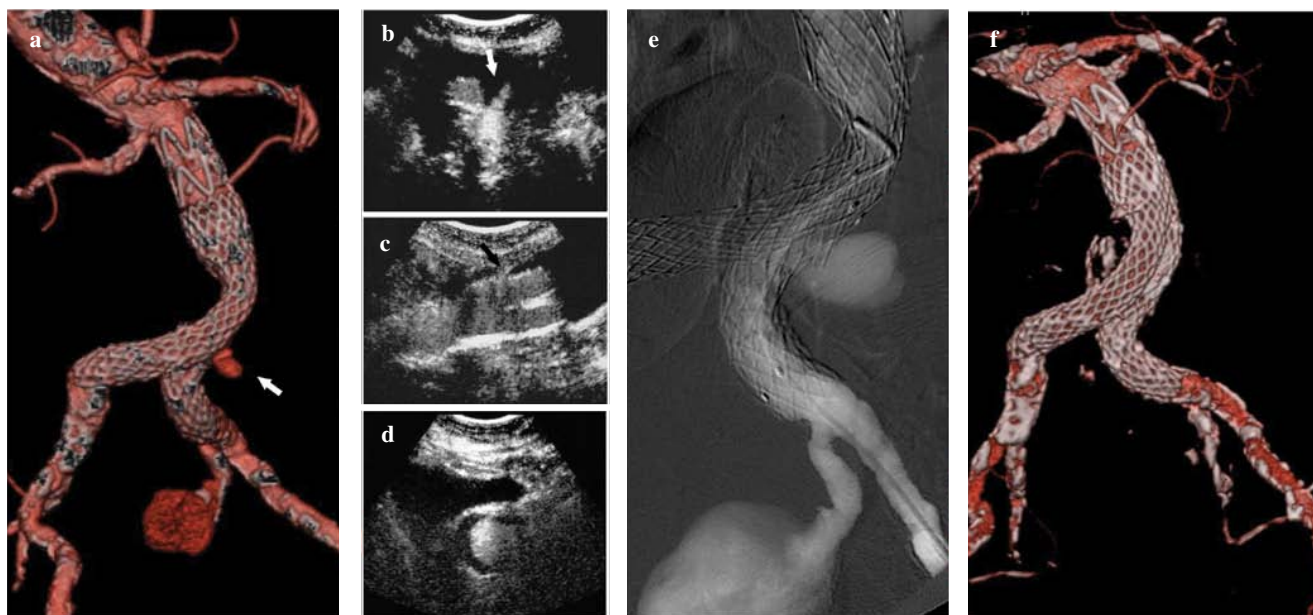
Volume-rendering (VR) 3D reconstruction of CTA (a) shows distal dislocation of the left graft limb, corresponding to a type-3 endoleak (*white arrow*); the exact correspondence between CTA and CEUS imaging is seen in axial (b, *white arrow*) and longitudinal (c, *black arrow*) CEUS views as well as in the depiction of the collateral finding of a left hypogastric artery aneurysm (d). Pre-procedure digital subtraction angiography (e) confirms extravasation of contrast material outside the graft from the overlapping between the main body and the contralateral limb, depicting a type-3 endoleak. Volume-rendered reconstruction of post-procedural CTA (f): the endoleak was excluded by percutaneous deployment of a covered stent inside the iliac graft limb, whereas the aneurysm was treated with coil embolisation.
